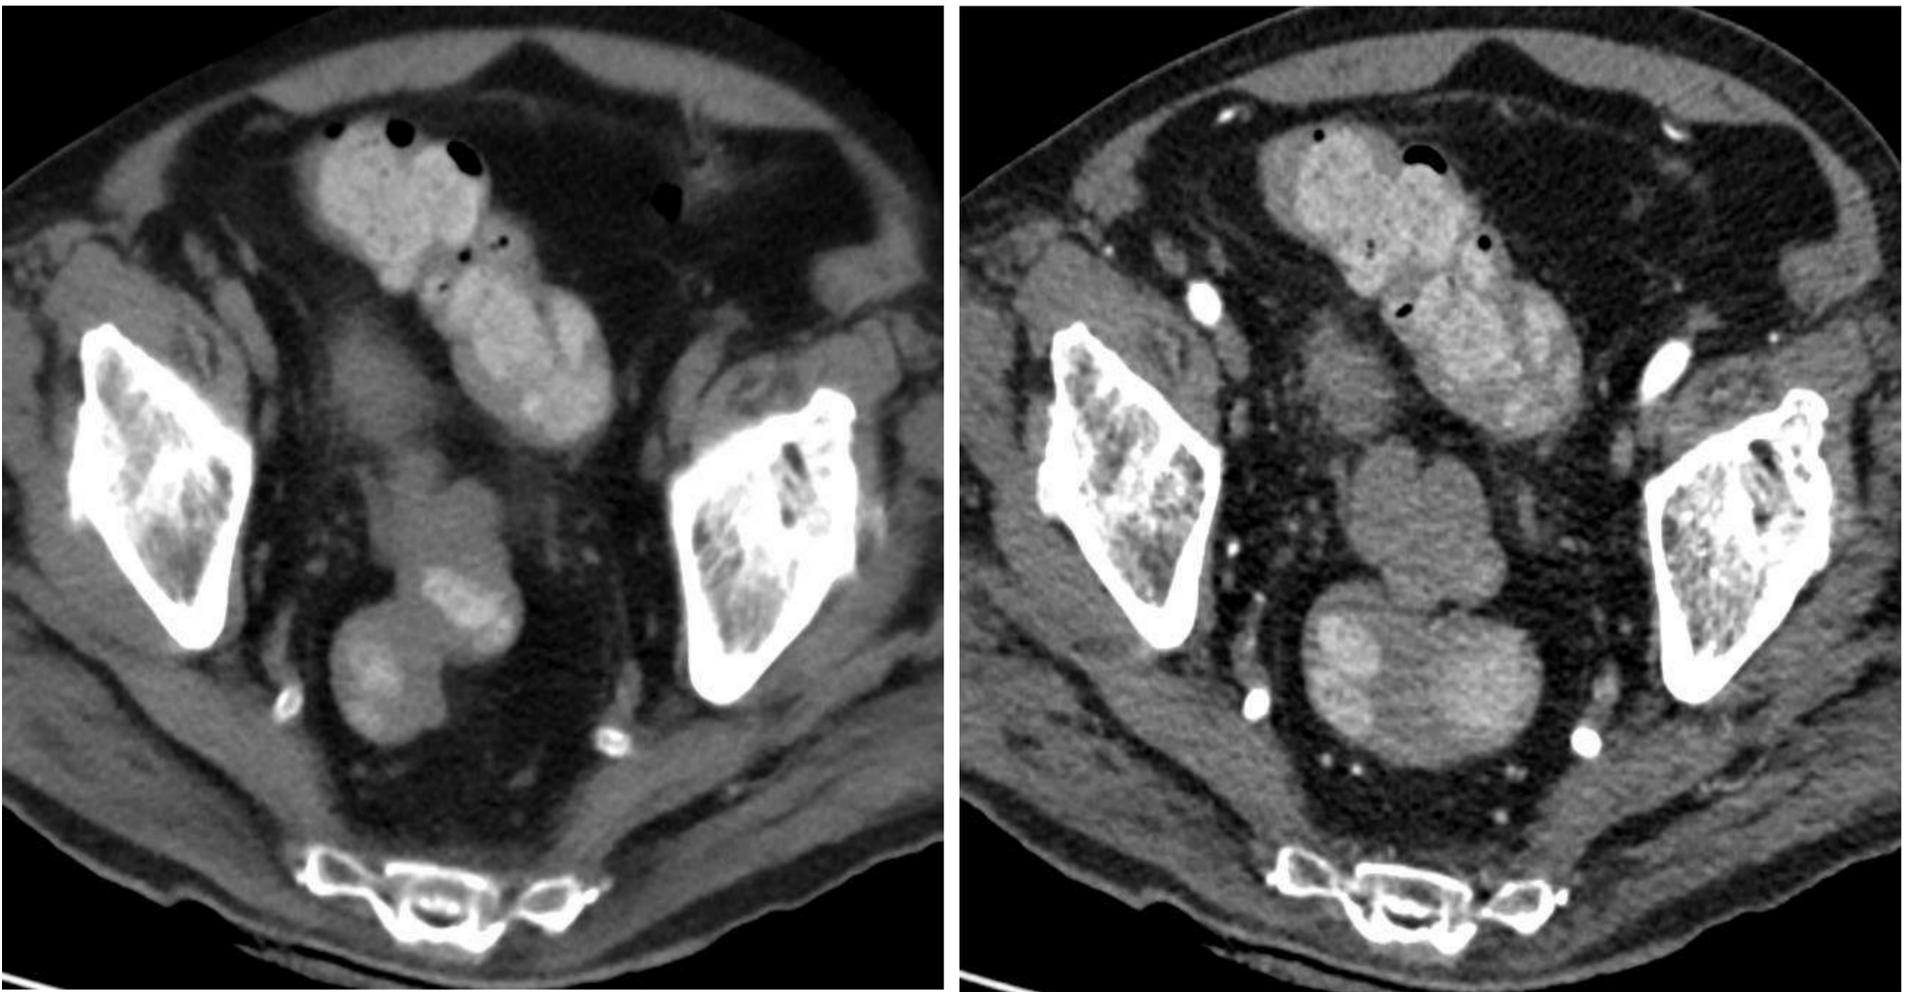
TC sin contraste (izquierda) y con contraste I.V. en fase arterial (derecha), observándose contenido de alta densidad en la luz de recto y sigma en relación con hemorragia digestiva baja.
